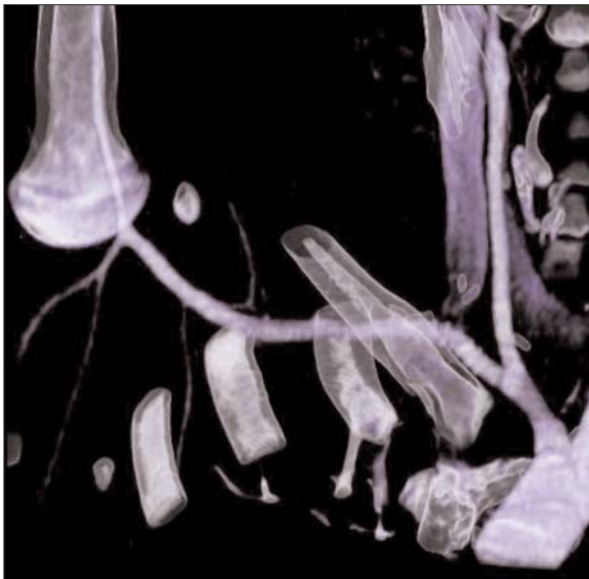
Angio-TC: laceración en origen de la arteria subclavia derecha con hematoma mediastínico asociado.
